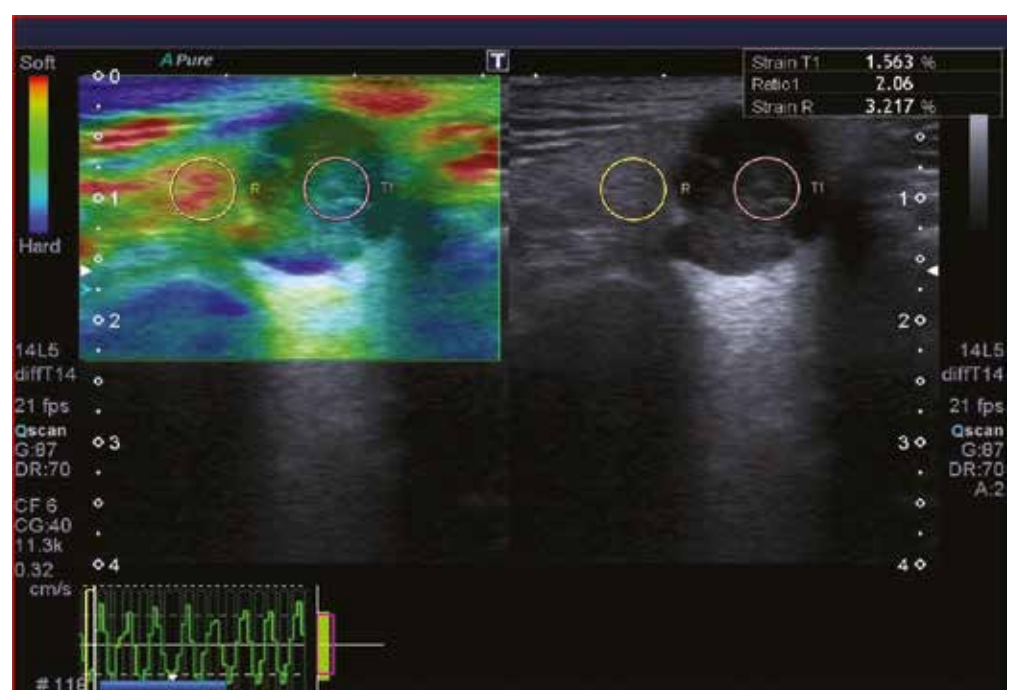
all'elastosonografia la lesione appare con elasticità intermedia, compatibile con adenoma pleomorfo, come confermato al FNAC.
